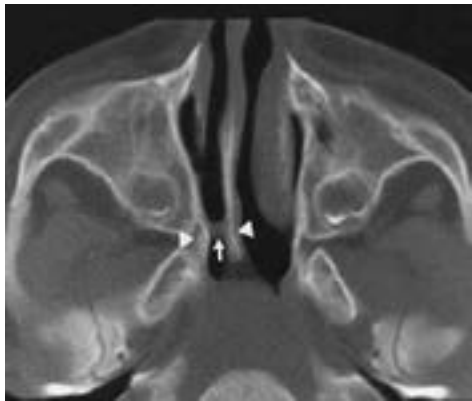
КТ при атрезії хоан (Косаковський та ін., 2019)
